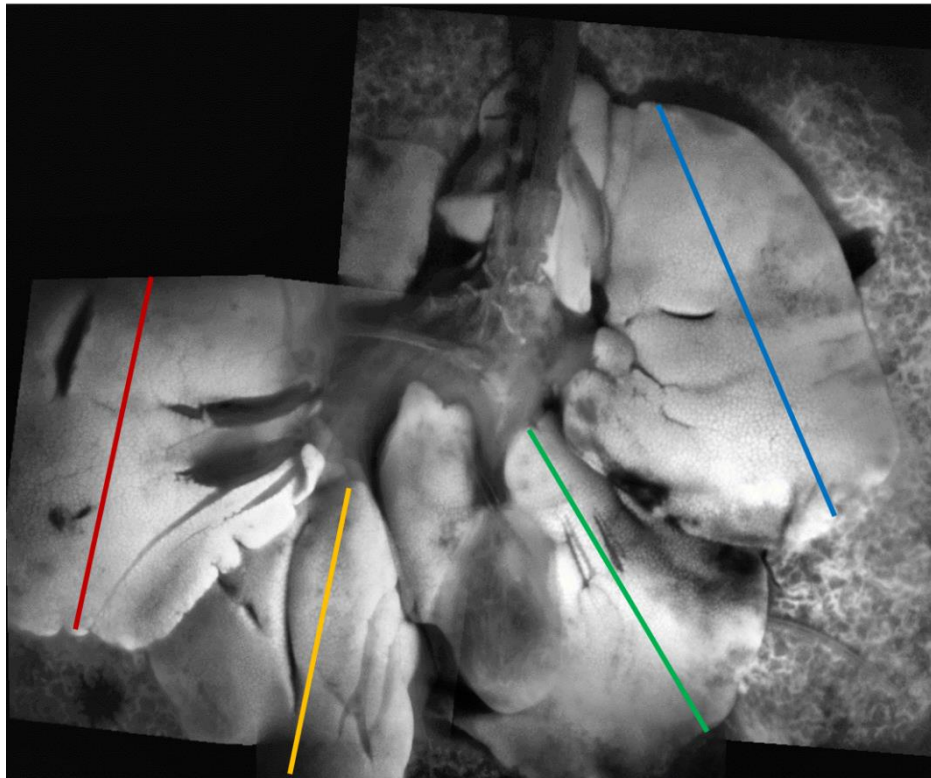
ICG fluorescence during IRM after HMP with WIT 0 min
